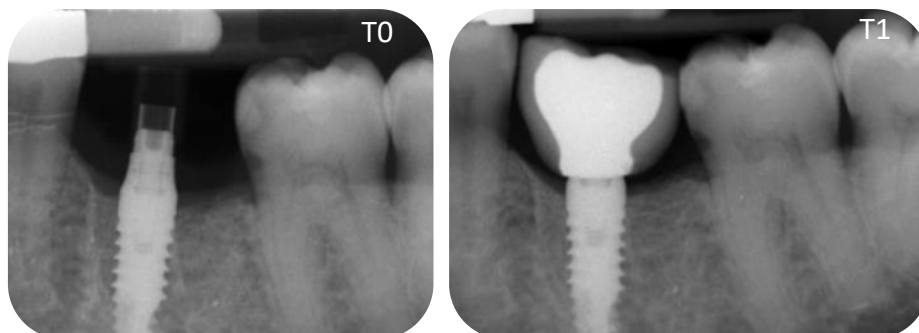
Radiografías periapicales de seguimiento grupo de férulas dentosoportadas.
